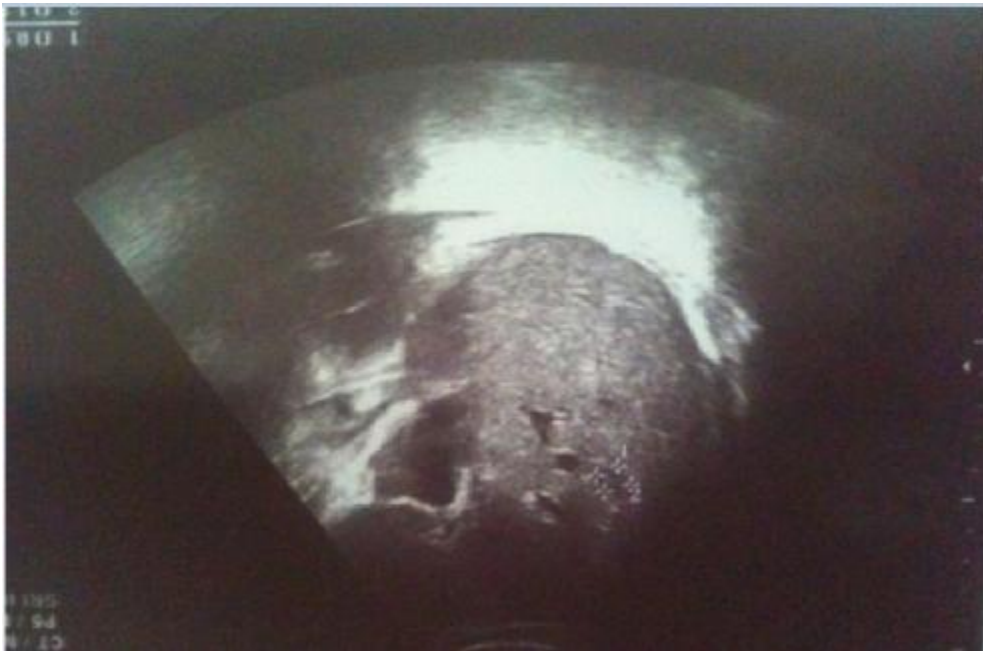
image échographique montrant une HMG nodulaire (obs n°14)
